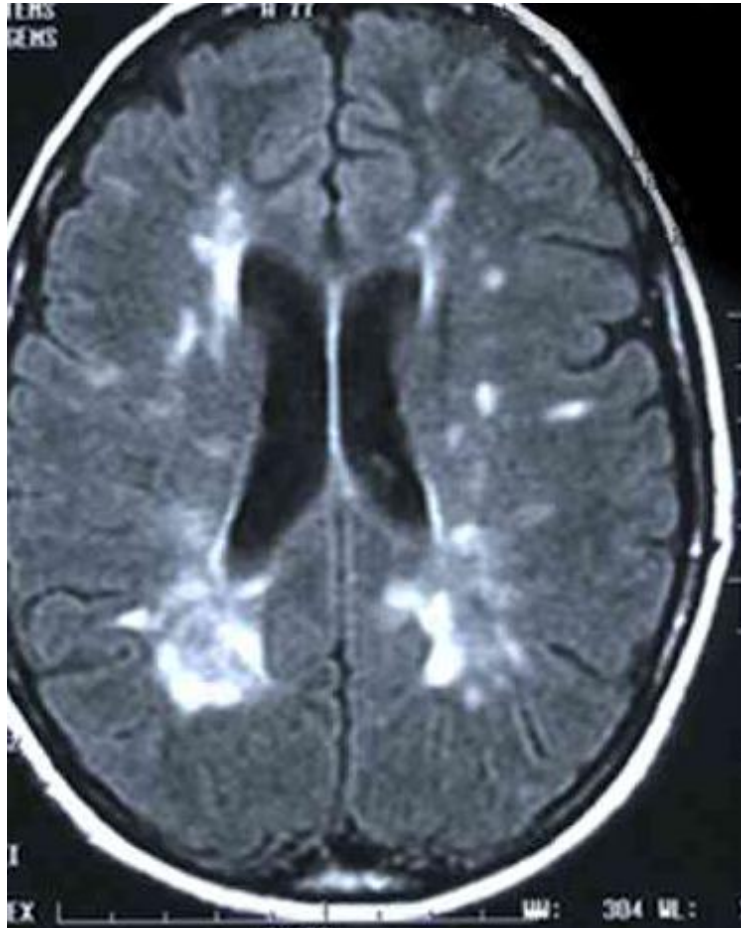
IRM : Présence d'hyper signaux dans la substance blanche en T2.
